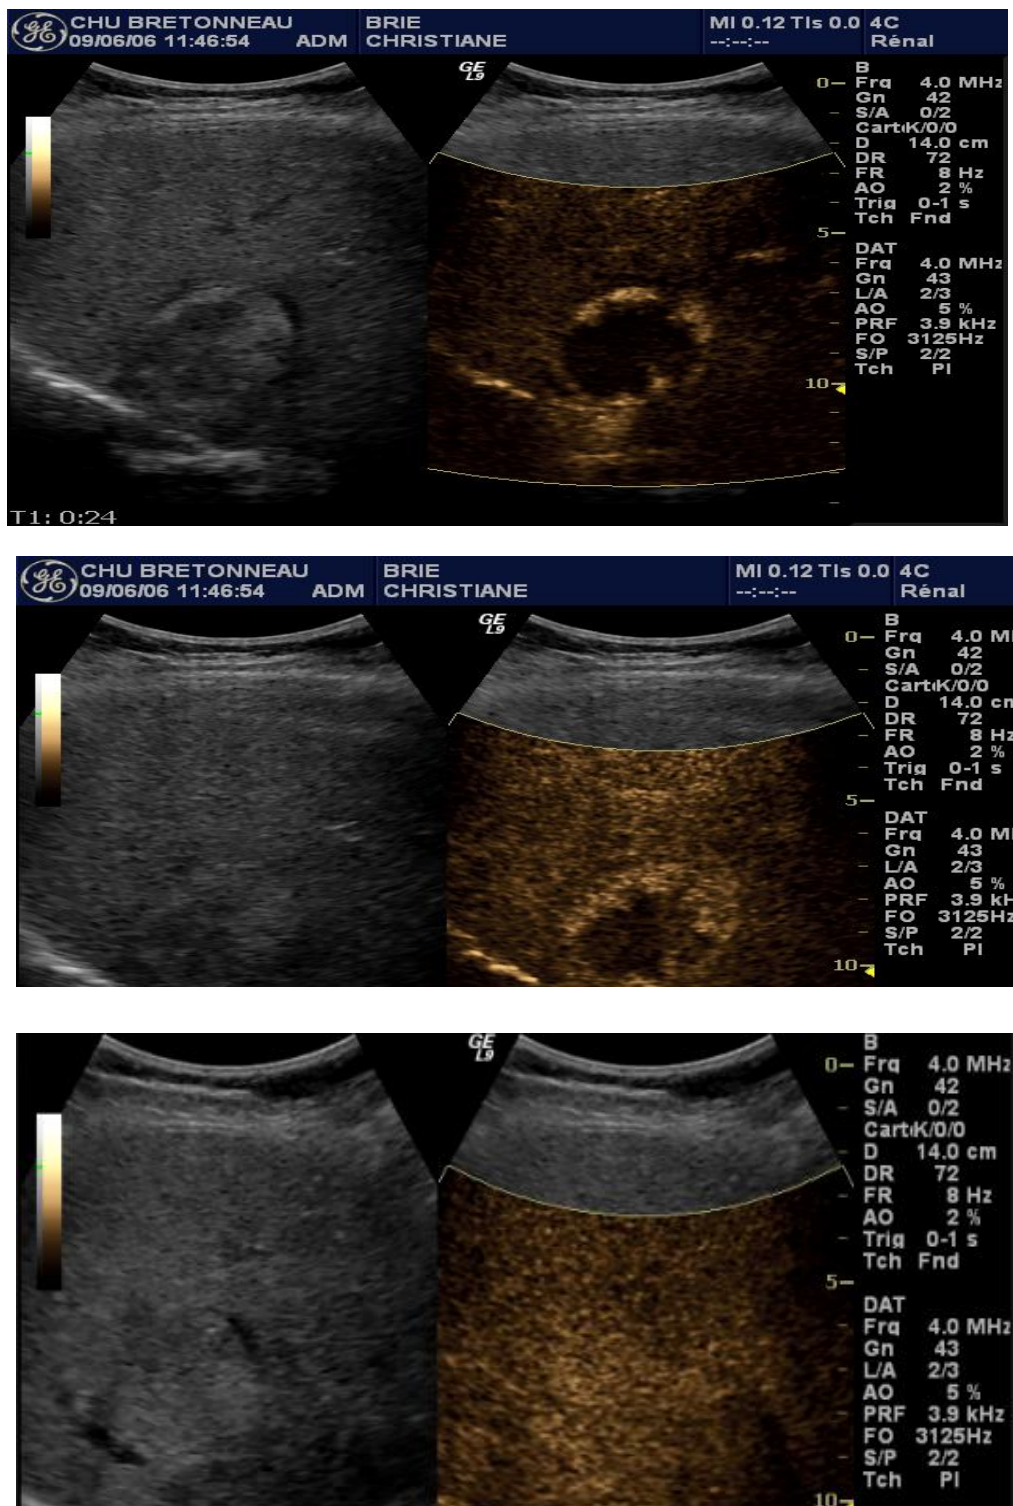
ASPECT TYPIQUE DE L'HEMANGIOME EN ECHOGRAPHIE DE CONTRASTE .[28]
